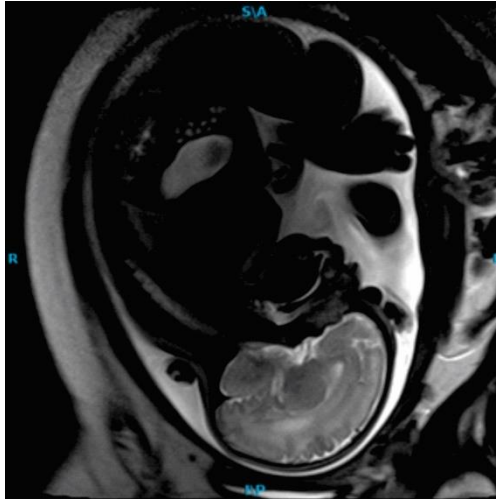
Síndrome de Dandy Walker. A) La Resonancia Magnética Fetal presenta aumento en el espacio subaracnoideo en forma generalizada que se asocia a prominencia del sistema ventricular supratentorial, en especial astas occipitales, con imagen isointensa al líquido cefalorraquídeo localizada en la fosa posterior la cual se comunica con el 4º ventrículo. B) Hipoplasia del vermis con remanente y separación de hemisferios cerebelosos secundario a la imagen quística antes descrita.
